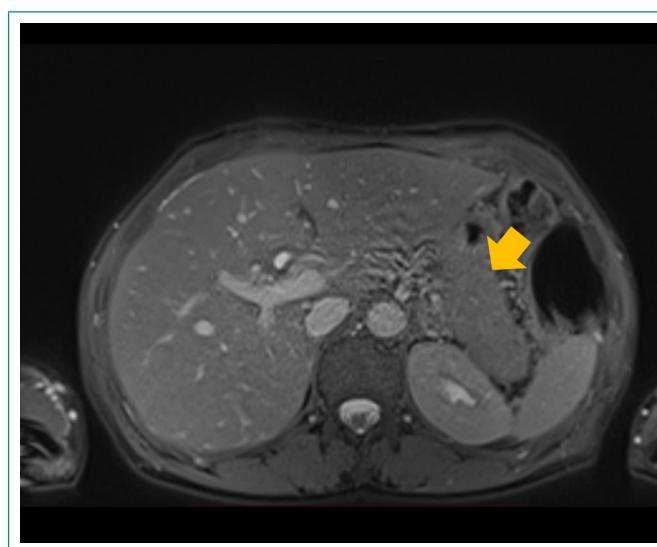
Resonancia abdominal: imagen pancreática en morfología de «páncreas en salchicha».
